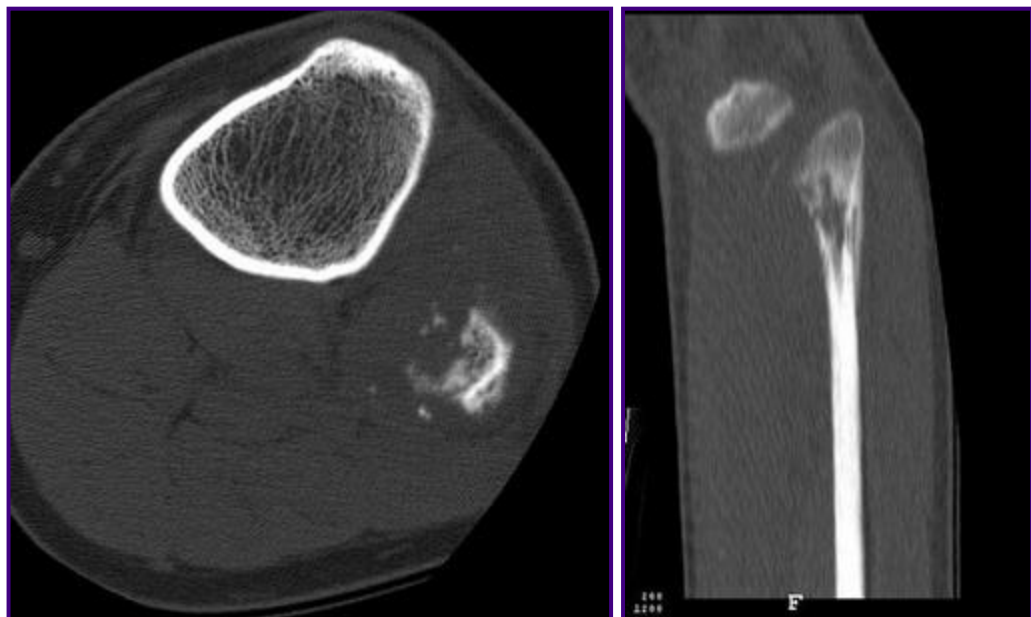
Tomografía axial computarizada. Se constata osteolisis a nivel de la metáfisis del peroné proximal, que rompe la cortical e infiltra partes blandas.
